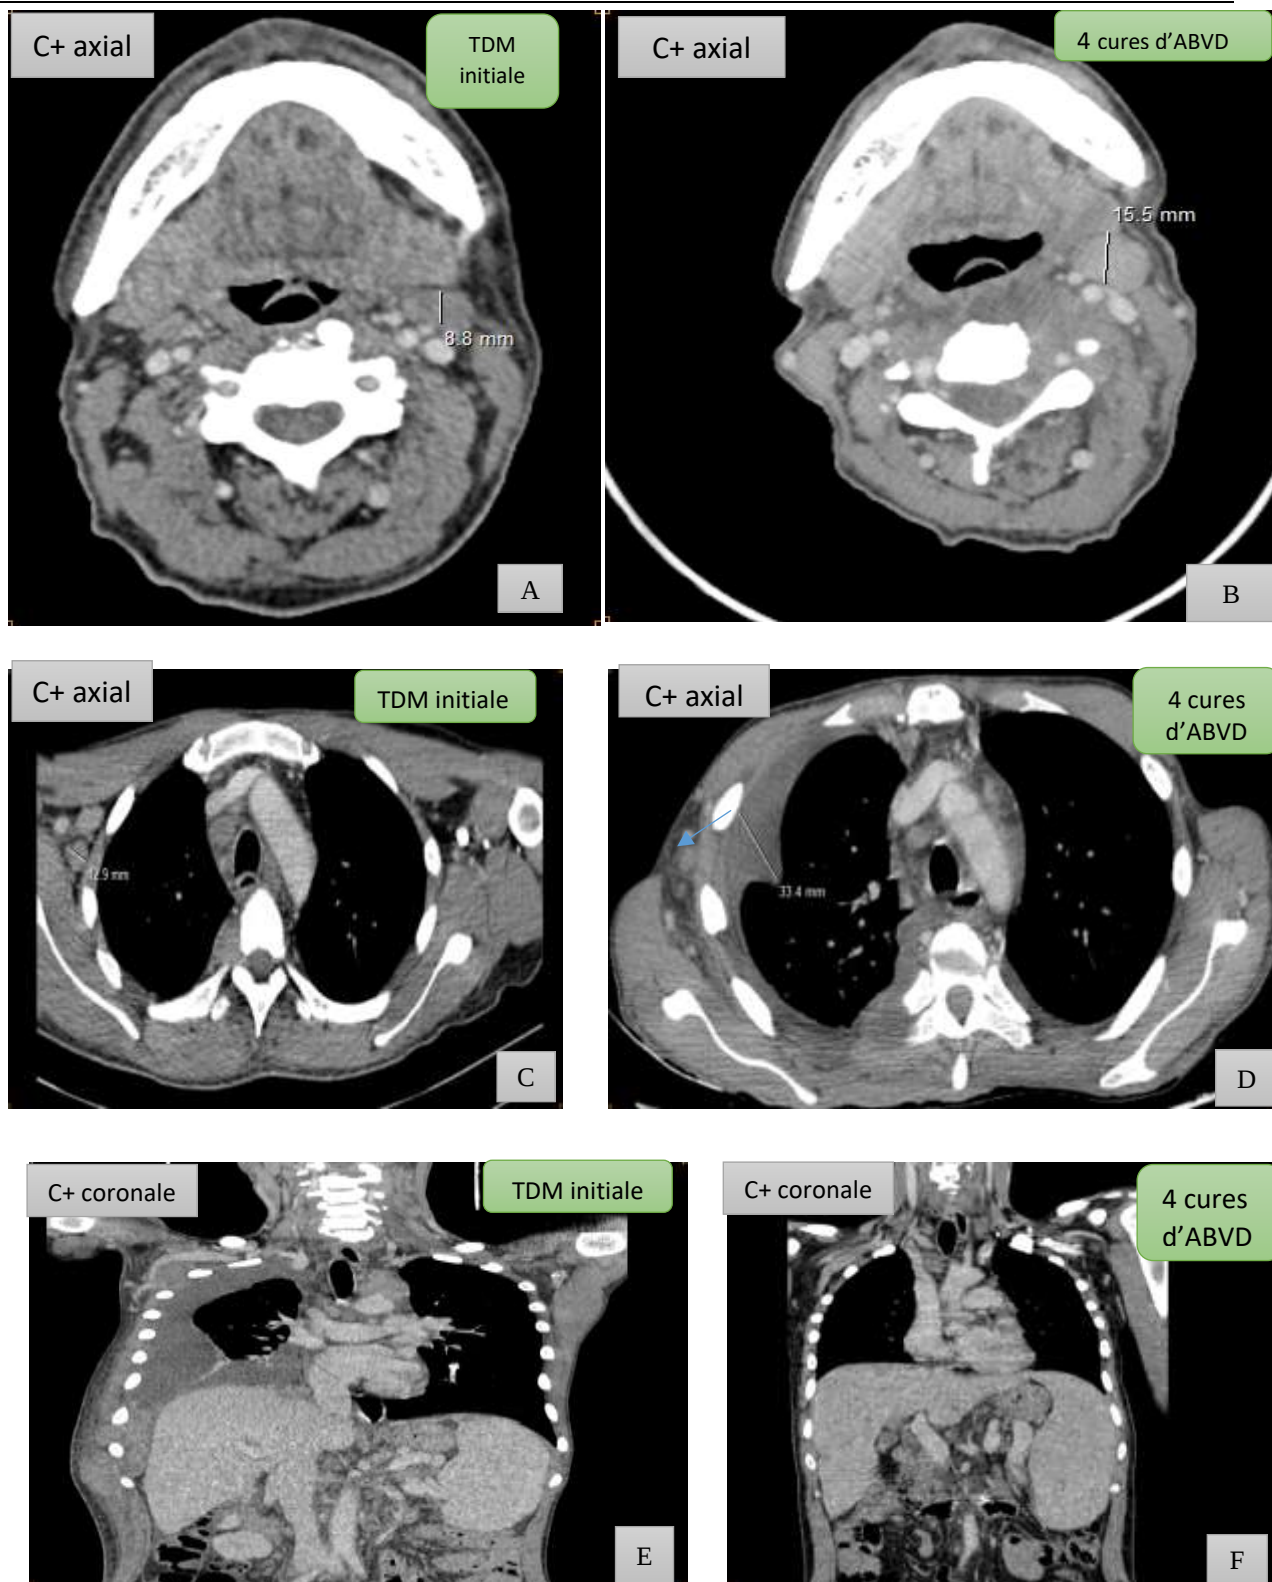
TDM CERVICO -THORACO-ABDOMINO-PELVIENNE APRES INJECTION DU PRODUIT DE CONTRASTE IODE OBJECTIVANT UNE PROGRESSION APRES 4 CURES D'ABVD : (A) FORMATIONS GANGLIONNAIRES JUGULO-CAROTIDIENNES GAUCHES DONT LA PLUS GRANDE FAISANT 9MM DE PETIT AXE (B) AUGMENTATION EN TAILLE DE L'ADP JUGULO-CAROTIDIENNE GAUCHE MESURANT 15 MM (C) ABSENCE D'EPAISSISSEMENT PLEURAL (D) EPAISSISSEMENT PLEURALE D'ORIGINE LYMPHOMATEUSE (E)HMG:18 MM ET SMG: 15 MM (F) STABILITE DE L'HMG: 18 MM ET AUGMENTATION DE LA SMG: 18 MM
